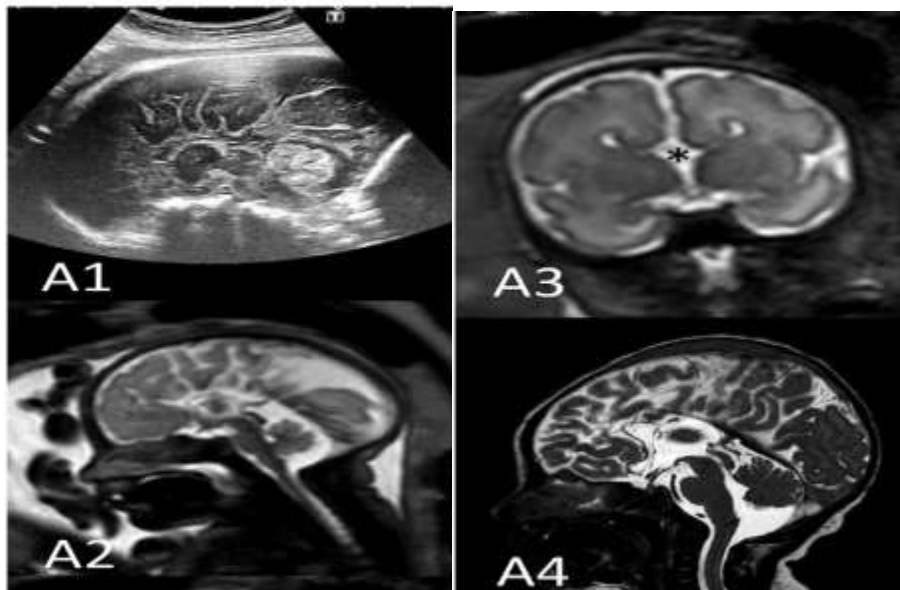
Ecografía prenatal (A1) vista sagital y postnatal (A2 y A3) vista sagital y coronal. Y Resonancia Magnética (A4). Paciente con ACC, debido a que se observa la ausencia completa del CC en cada una de las imágenes. Se tiene la presencia de ciertos hallazgos como: la deformación de las astas frontales, la ausencia de cavum del septum pellucidum y el ascenso del tercer ventrículo. Portes et al, 2018.
